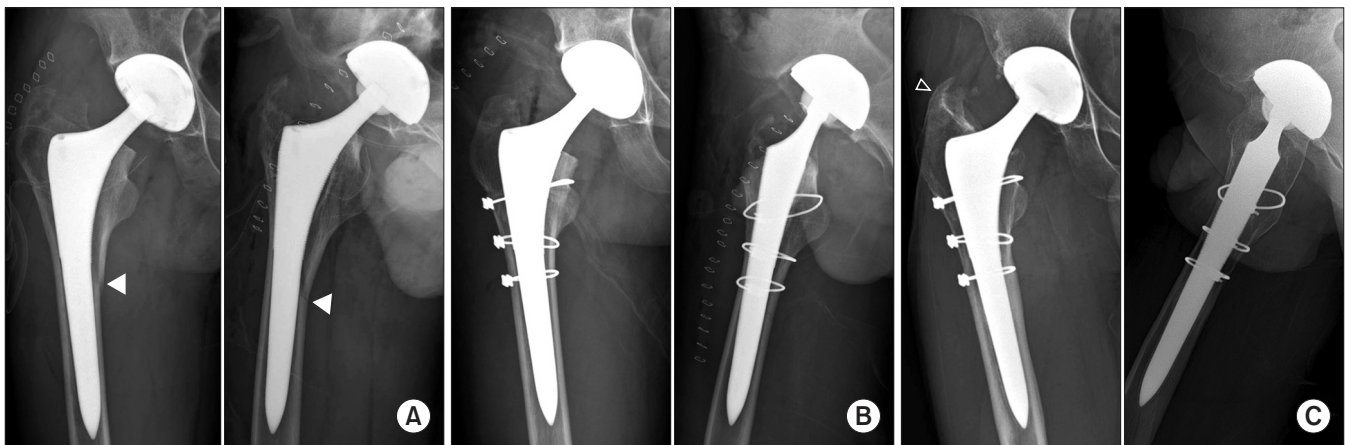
Heterotrophic ossification occurred during the follow-up period after intraoperative periprosthetic fracture from a total hip replacement arthroplasty procedure with proximal femoral stem. (A) Neglected intraoperative periprosthetic fracture (Vancouver type A3) was observed (white arrowheads) on the radiograph taken 1 day after the surgical operation. (B) Circlage wiring fixation was performed 3 days after the surgery. (C) Femoral stem looks stable yet with heterotrophic ossification (black arrowhead) of Brook classification<sup>21)</sup> grade 2, 12 years after the surgery.
